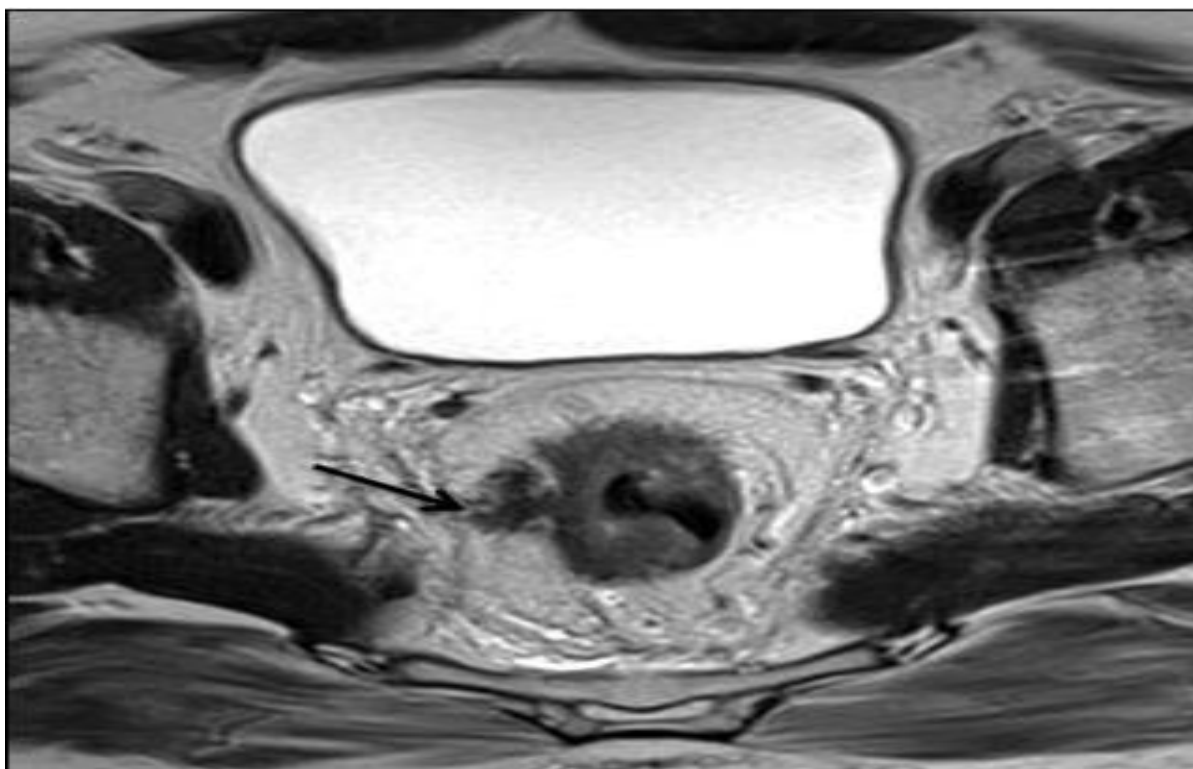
Séquence IRM axiale en pondération T2 montrant une tumeur T3 avec une extension en étroit contact avec le fascia mésorectal (flèche). La marge de résection circonférentielle est donc positive.
